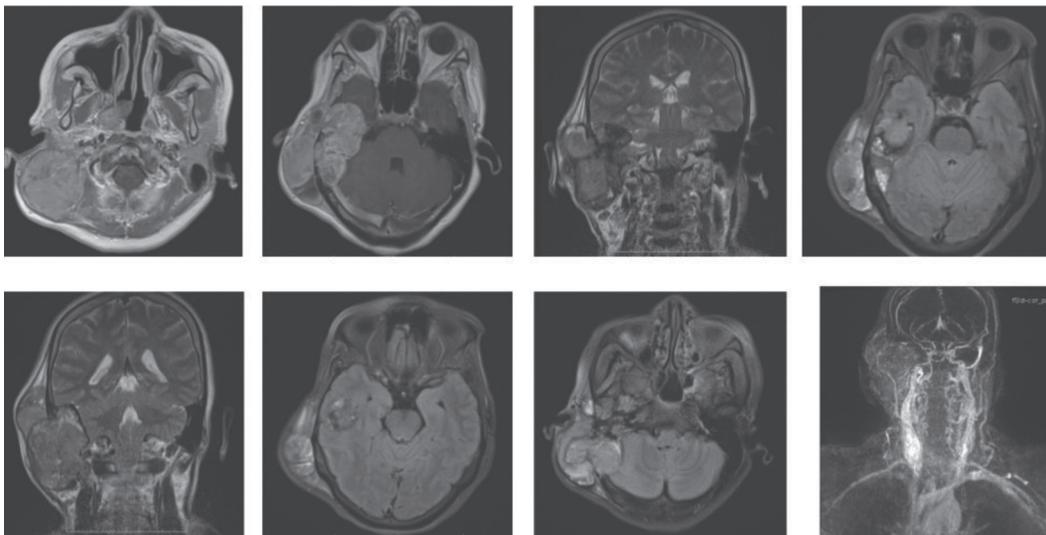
RMN y angiografía: masa extra-axial con mayor componente de tejidos blandos en el ángulo pontocerebeloso derecho con extensión a nasofaringe y tejidos blandos del hemicráneo ipsilateral y erosión de la tabla ósea temporo-occipital derecha. Estructuras vasculares normales.
